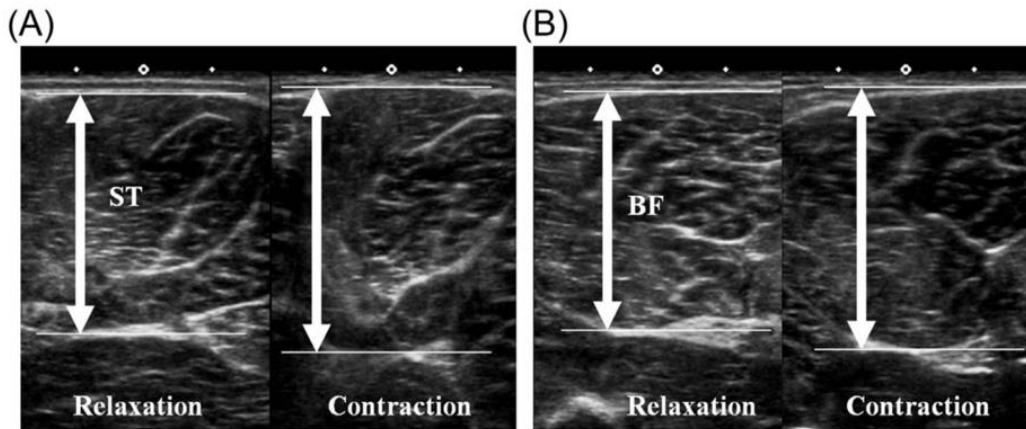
Ultrasonografía durante contracción isométrica de los músculos semitendinoso (ST) y bíceps femoral (BF) (Nagano, et. al., 2015)
